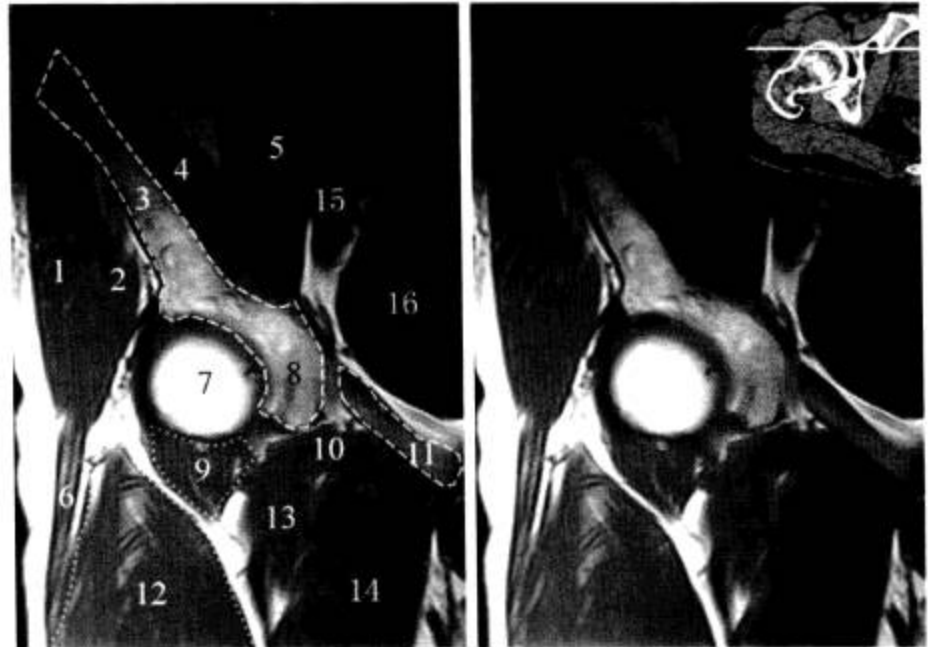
股骨头中部层面 (MRI T<sub>1</sub>WI)
